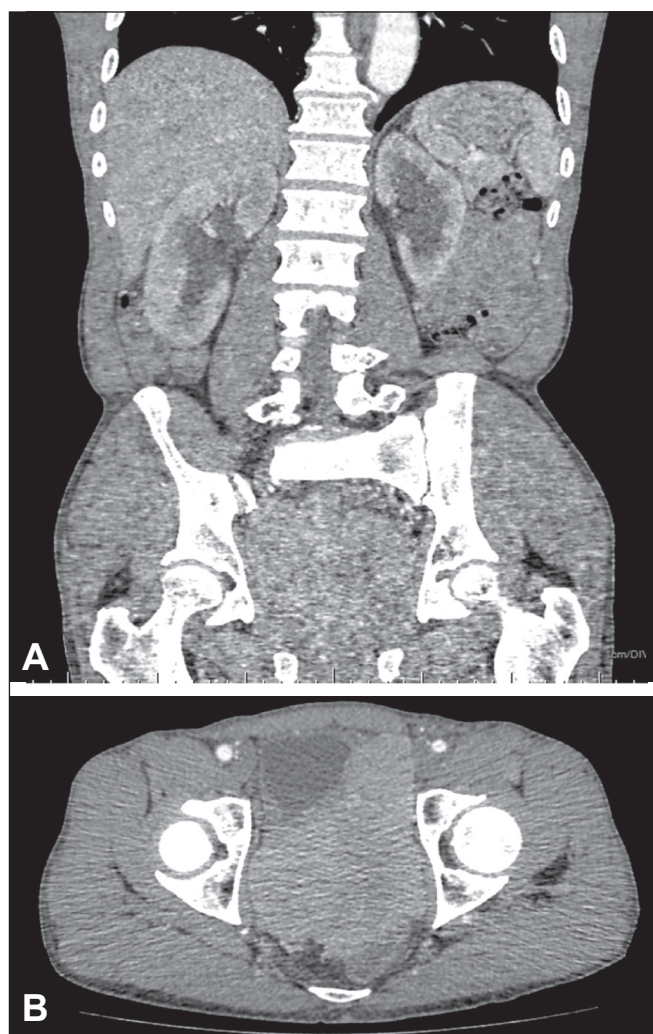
Tomografia computadorizada de abdome pós-contraste, aquisição coronal (A), mostrando hidronefrose acentuada bilateral. Aquisição axial da pelve (B) identificando massa na loja prostática (sarcoma) invadindo ambos os ostios ureterais, impossibilitando implante cistoscópico do cateter duplo J.
